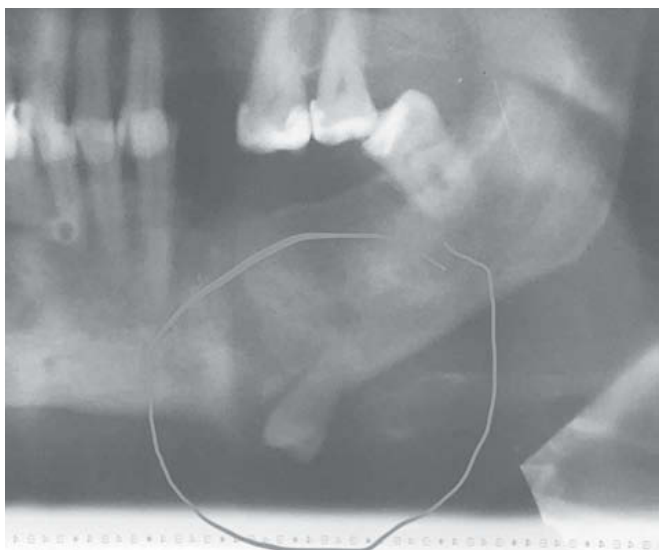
Ортопантомограмма пациентки М., выполненная 15 лет назад
